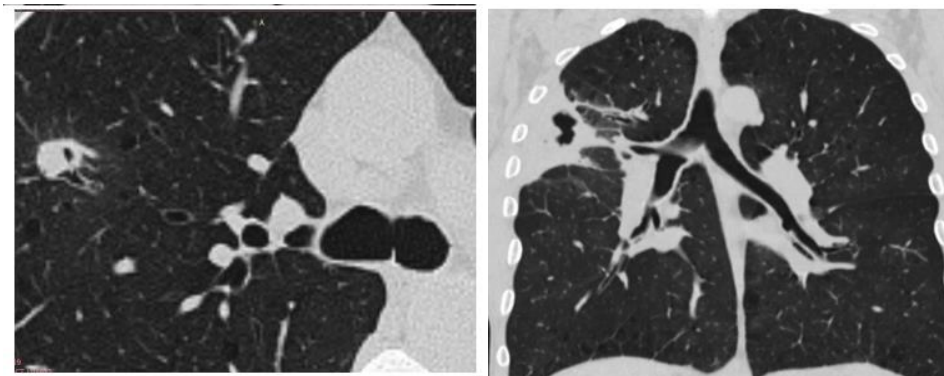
КТ-изображение, демонстрирующее подострое течение аспергиллеза легких (более 3 мес.).
